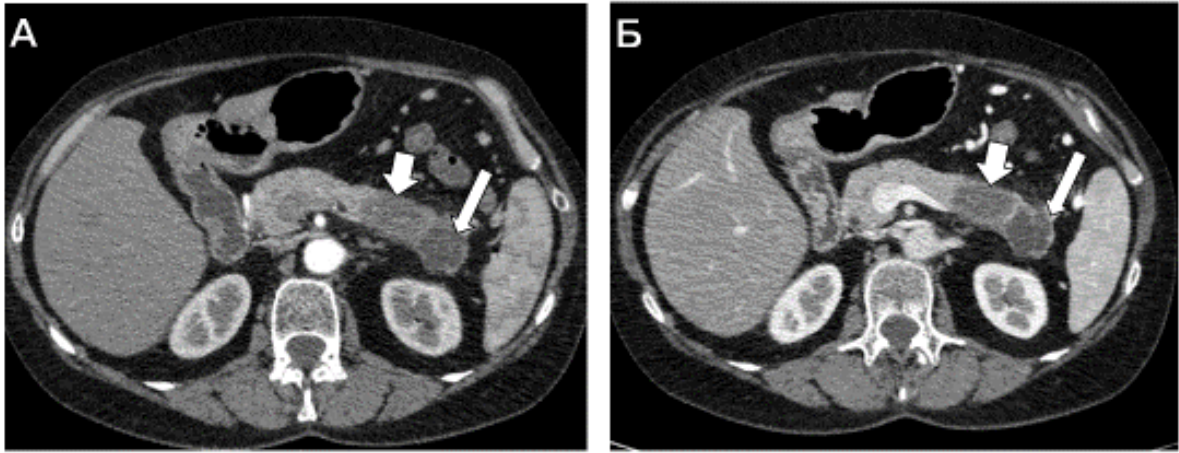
протоковая аденокарцинома тела поджелудочной железы (указана толстой стрелкой), ретенционные кисты в хвосте поджелудочной железы (указаны тонкой стрелкой). Серия МСКТ-изображений полученных в артериальную (А), венозную (Б) фазы контрастного усиления
